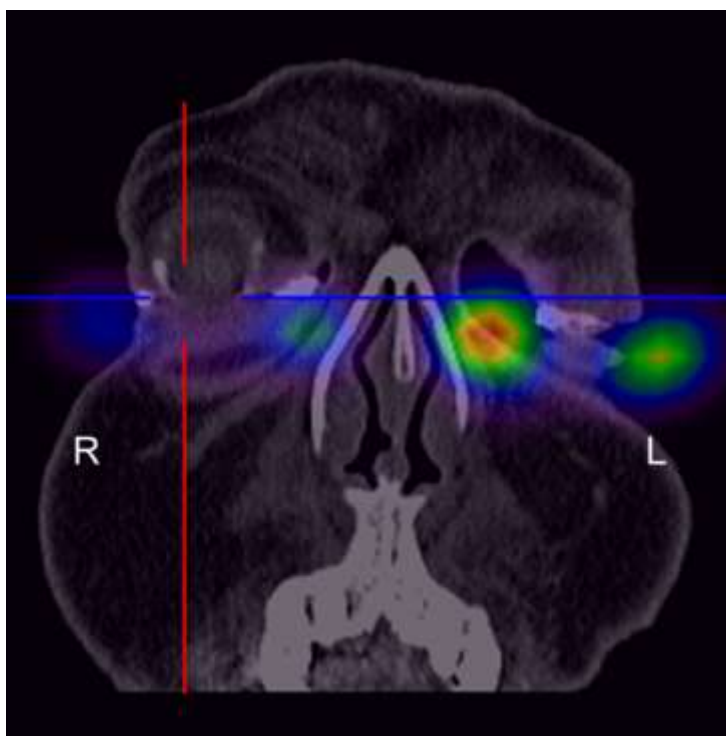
Результат ОФЭКТ/КТ у пациента с асимметричным накоплением РФП.
